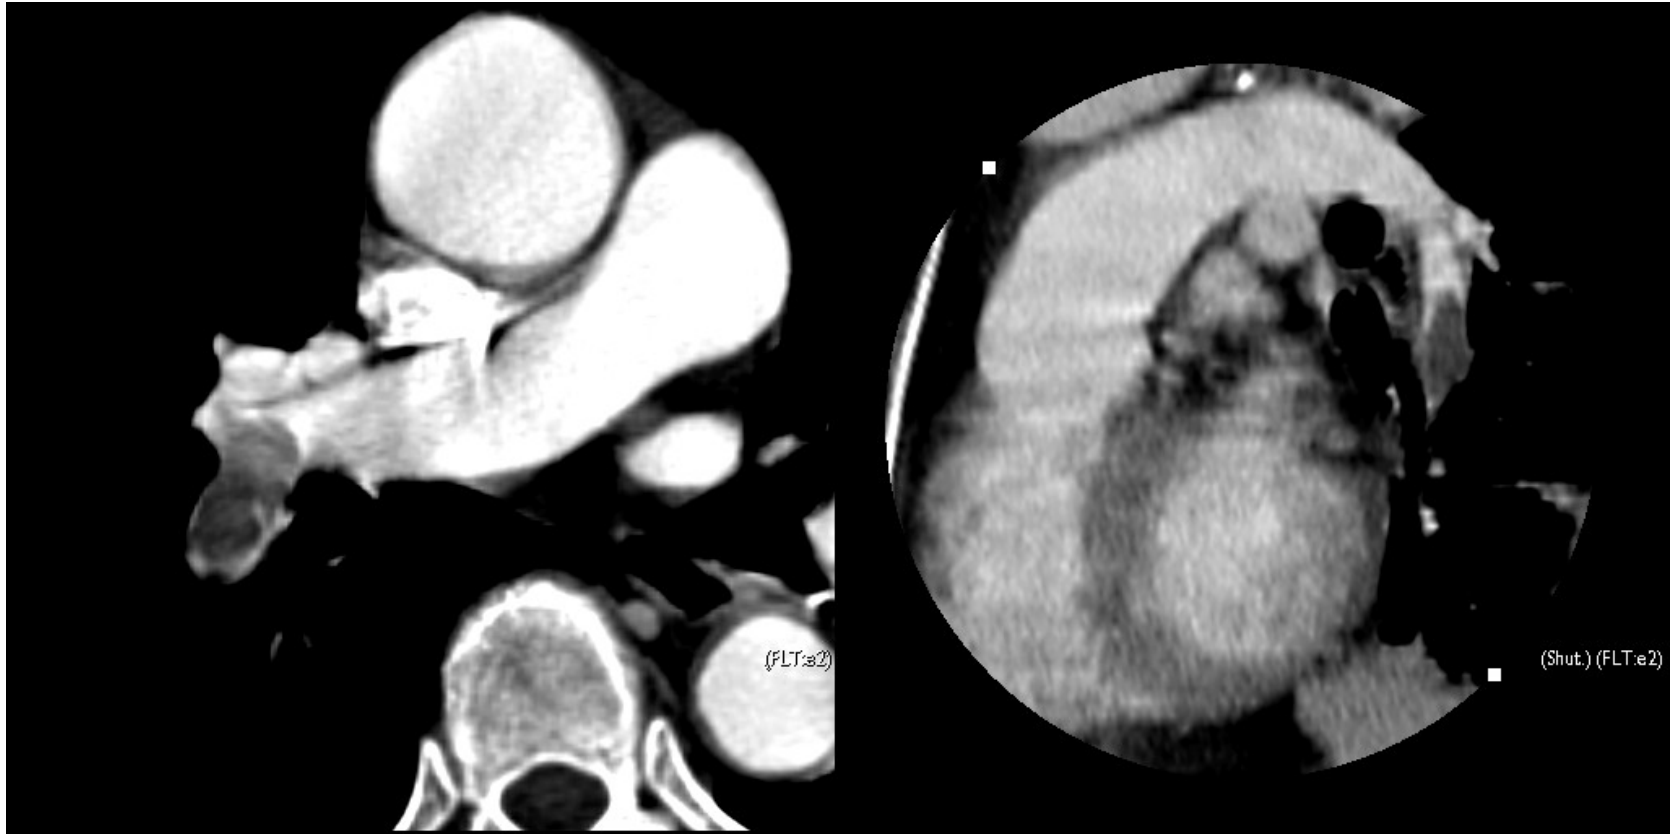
Embolia polmonare acuta. La TC dimostra occlusione completa del lume dell'arteria principale ed interlobare di destra con aumento del calibro del vaso con corrispondente immagine MPR lungo l'asse longitudinale del vaso.
